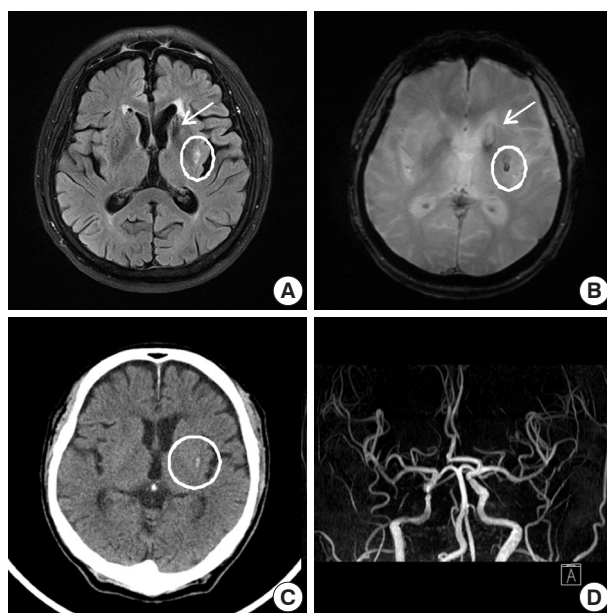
Axial T2-weighted MRI FLAIR (A) gradient echo (B) Brain CT, non-enhanced (C) MR angiography (D). MRI and CT show old left caudate nucleus infarction lesion (arrow), GRE and CT show acute focal lateral basal ganglia ICH (circle).
